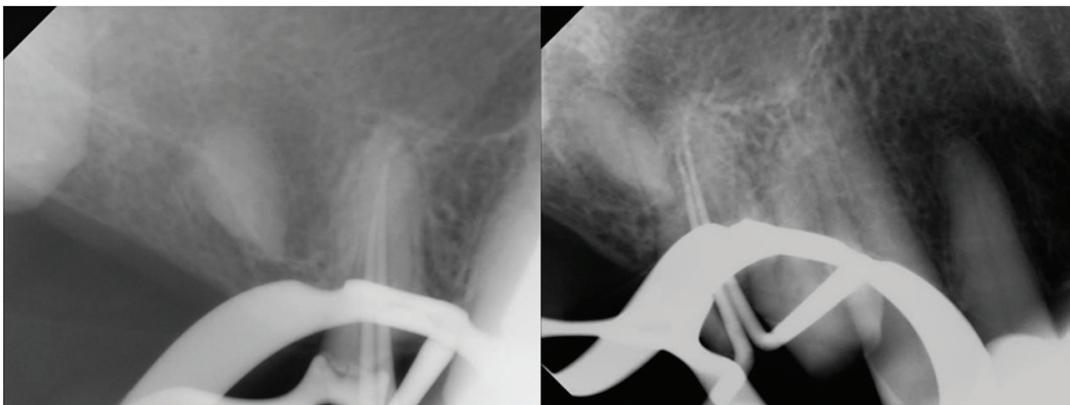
Master cone fitting 치근단 방사선 사진.
